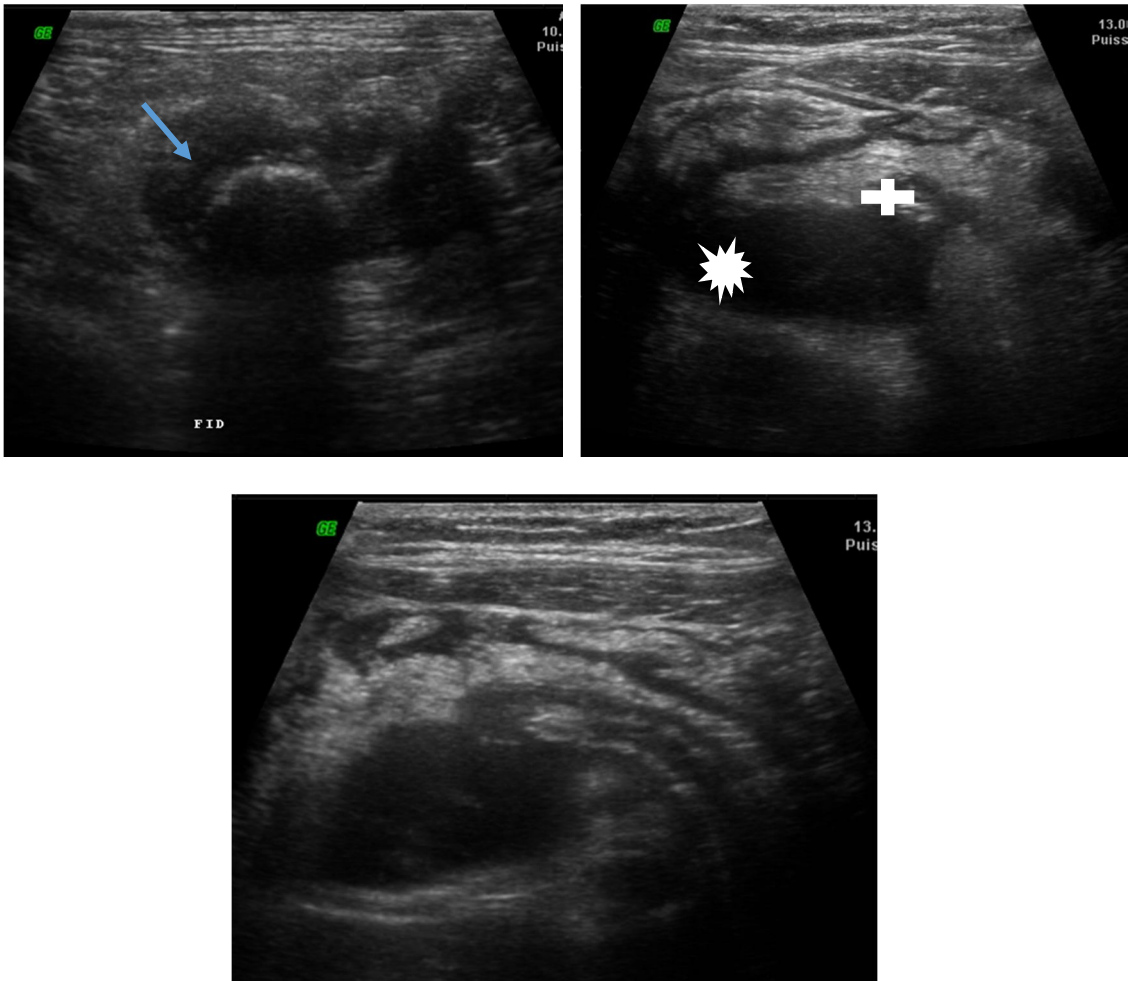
Abscès appendiculaire vu à l'échographie
